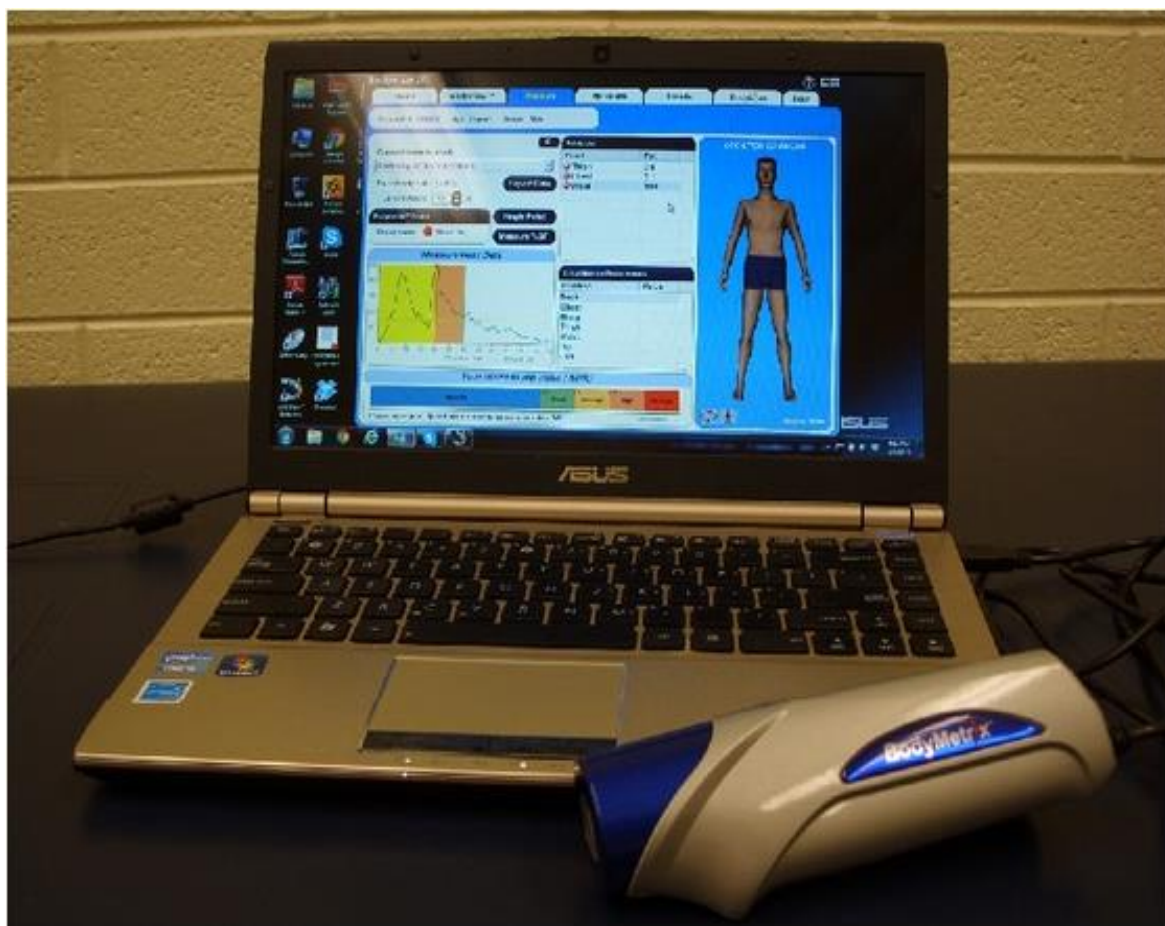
Body Matrix ultrasound
